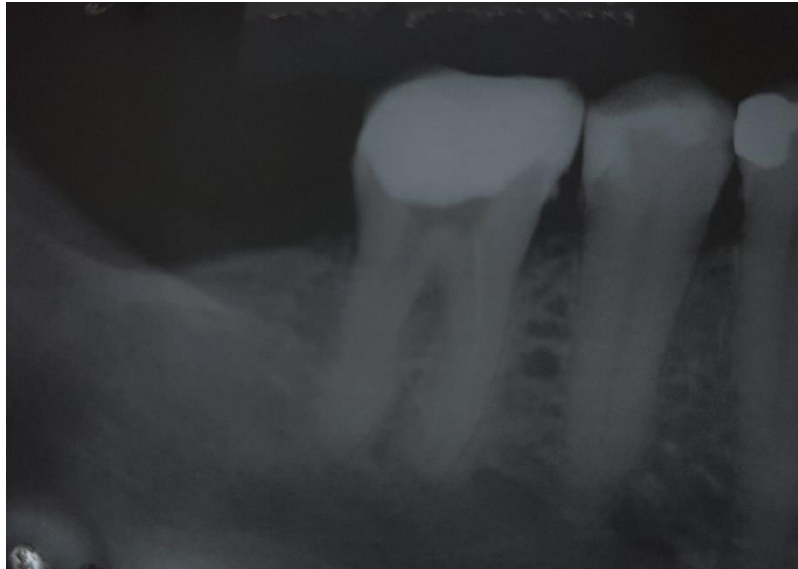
Radiografia periapical para visualizar desobturação dos canais Mésio-lingual e Distal
